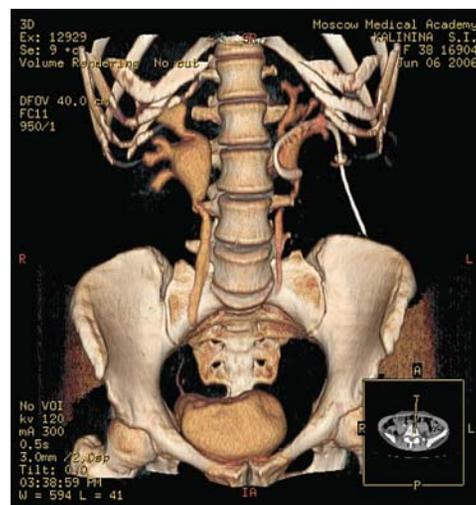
Мультиспиральная компьютерная томография при билатеральном поражении мочеточников
